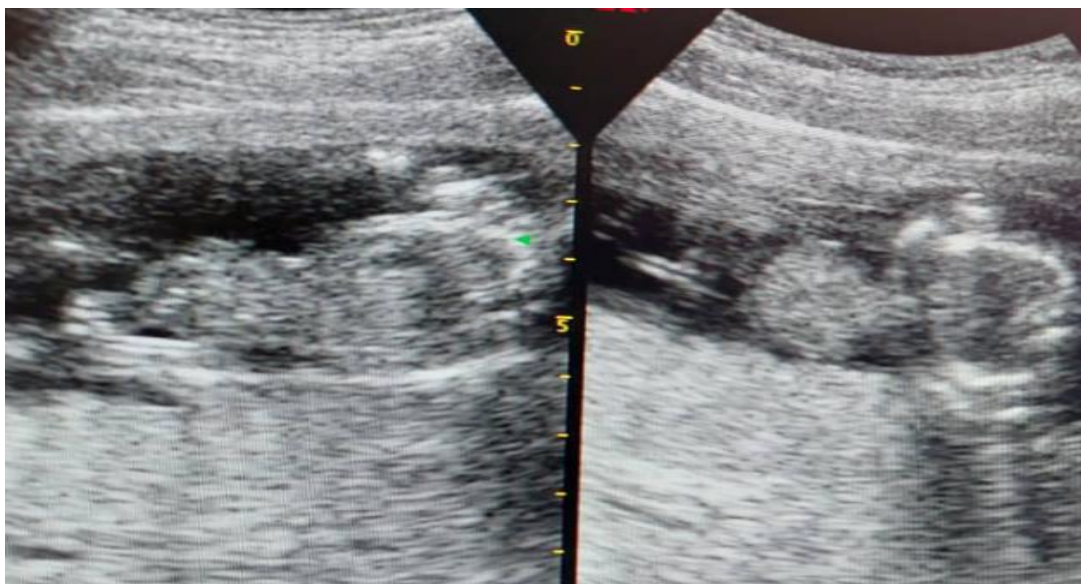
L'échographie réalisée met en évidence, une grossesse mon-embryonnaire intra-utérine arrêtée à 10 semaines d'évolution.
